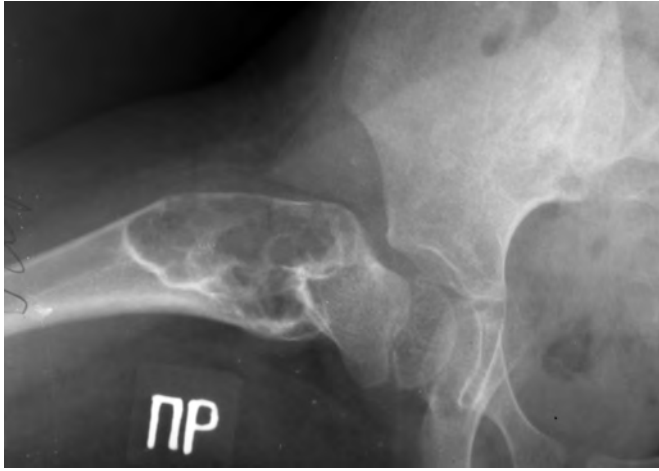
Рентгенограма хворого Г., 3,5 років.
